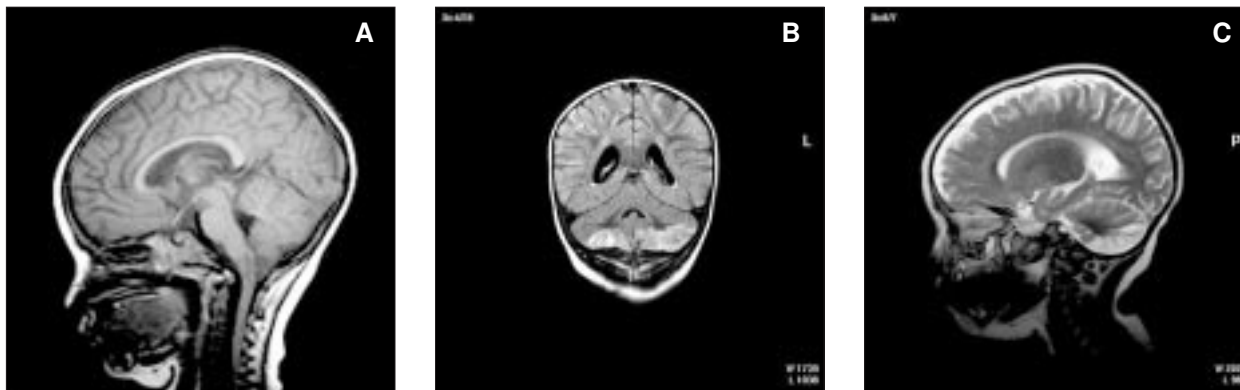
A) RM. Corte sagital ponderado en T1 en el que se observa un área de baja intensidad de señal en la región central del bulbo que se extiende caudalmente hasta la unión bulbomedular, compatible con lesión isquémica. B) Corte coronal, secuencia FLAIR. Áreas de hiperséñal bien perfiladas en la región más caudal de ambos hemisferios cerebelosos, en el territorio irrigado por la arteria cerebelosa posteroinferior. C) Corte parasagital izquierdo ponderado en T2 donde se objetiva la lesión isquémica que afecta el hemisferio cerebeloso izquierdo.
